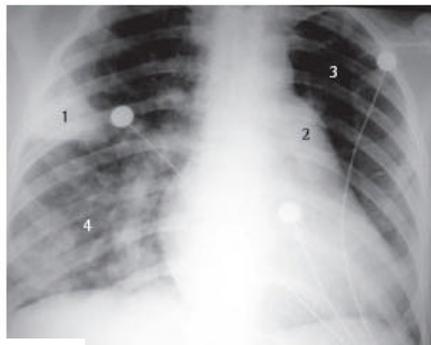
Radiografía de tórax en incidencia anteroposterior de una paciente de 41 años. Notar opacidad en cunha subsegmentar no lobo superior direito (1), sugestiva de infarto pulmonar; abaulamento do 2º arco (2), sugestivo de hipertensão pulmonar; oligemia no pulmão esquerdo (3); e opacidades nodulares de limites imprecisos (4). A paciente apresentava coriocarcinoma metastático com embolia tumoral.
